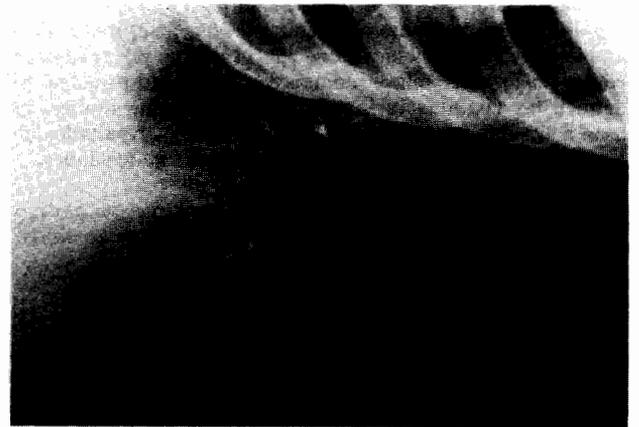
Radiografía obtenida tras inyección de lipiodol en arteria toracodorsal.
